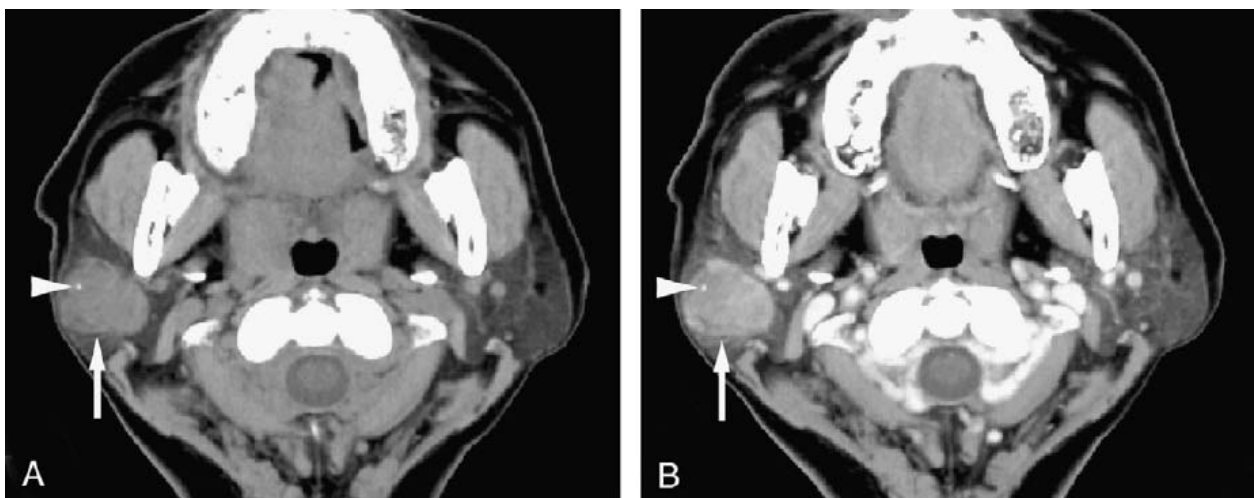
TDM d'un adénome pléomorphe de la glande parotide gauche. (63)
